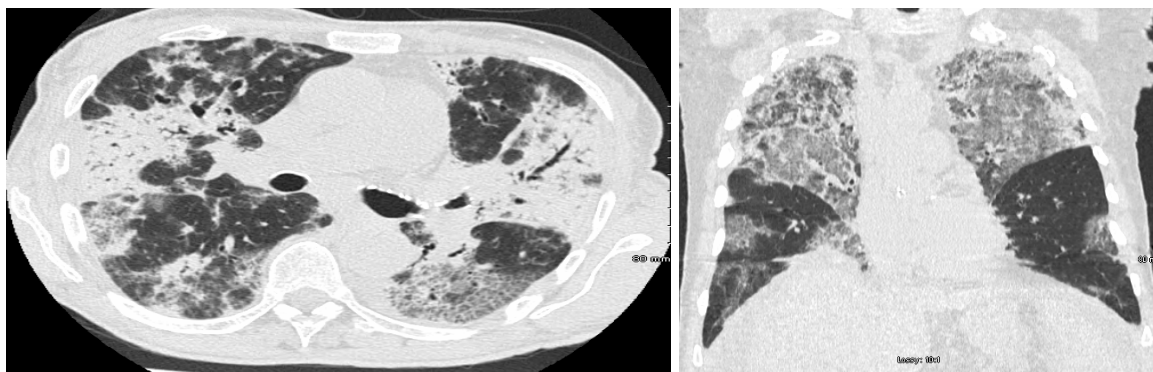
TDM thoracique représentatif, en coupe axiale (Fig. 2a) et en coupe sagittale (Fig. 2b) avec condensations alvéolaires associées à des opacités en verre dépoli bilatérales diffuses d'un patient décédé d'une pneumopathie aigue à l'amiodarone.
